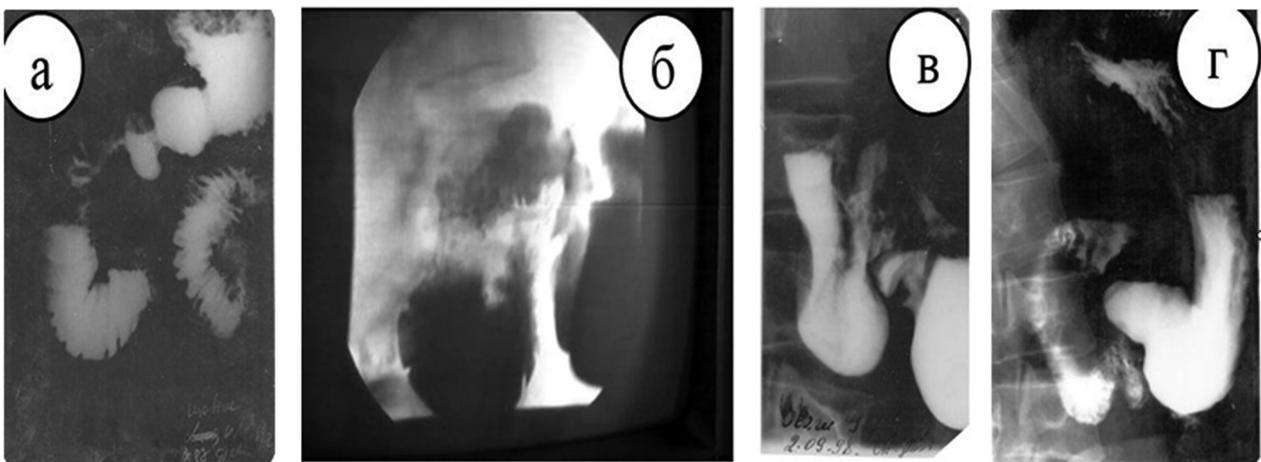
Рентгенологические признаки МДПК
